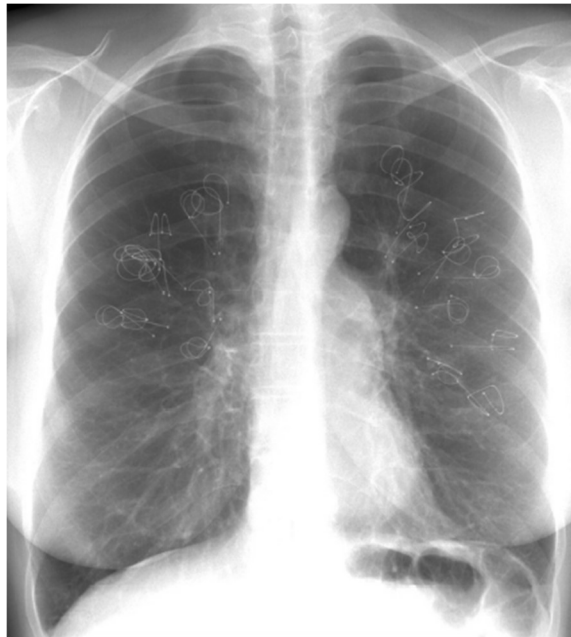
Radiographie d'un patient traité par REPNEU®.
